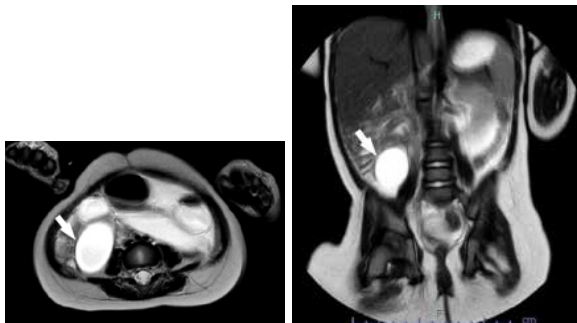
MRI T2 強調画像。矢印で示した部位は異物と思われる楕円形構造物。
